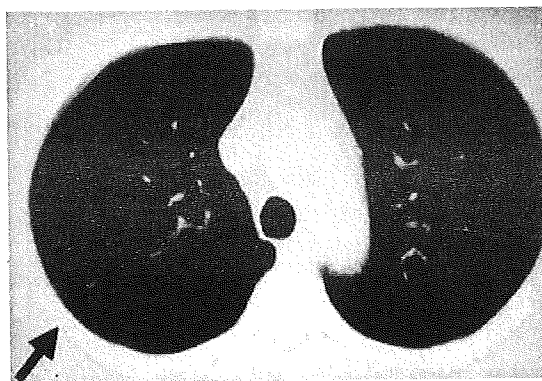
肺ノカルジア症での初診時 CT。右上葉にわずかなスリガラス影を認めた。このようなスリガラス影は他の部位には認めなかった。
